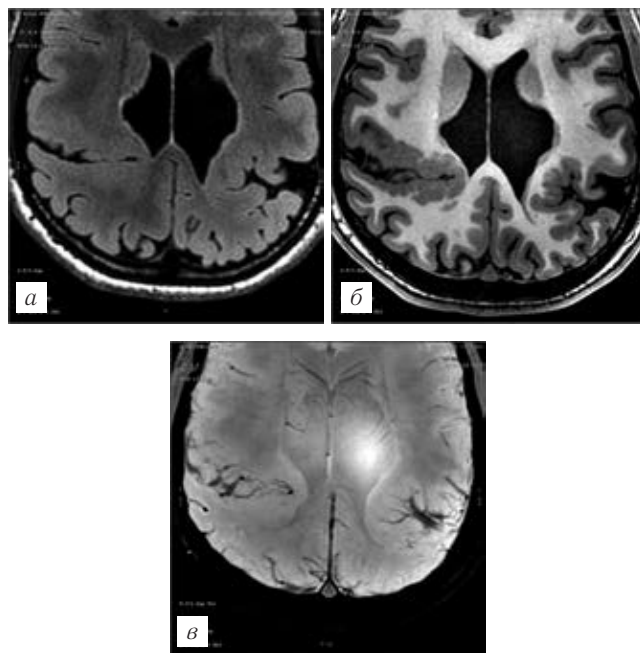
Шизэнцефалия. T2 FLAIR ИП (аксиальная проекция) (а); BRAVO ИП (аксиальная проекция) (б); SWAN ИП (аксиальная проекция, реконструкция MinIP) (в), в расщелинах мозга дополнительно визуализируются anomalous сосуды.
